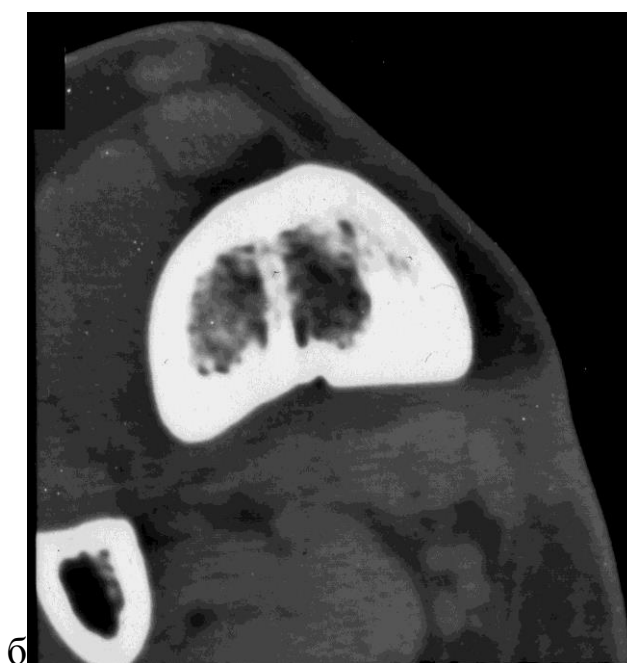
Рентгенограмма (а) и КТ (б) костей голени. На КТ — эндостальный локализованный остеосклероз, имитирующий на рентгенограмме секвестр дистального метадиафиза большеберцовой кости
